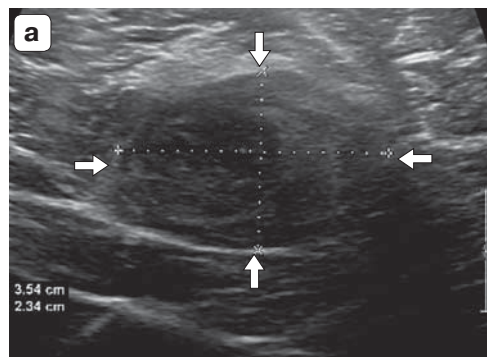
Изображение образования седалищного нерва (стрелки) в продольной плоскости. а – ультразвуковое исследование. В-режим. Продольный срез. б – магнитно-резонансная томография. Т2-ВИ. Сагиттальный срез. с – магнитно-резонансная томография. Т2-STIR. Сагиттальный срез.
